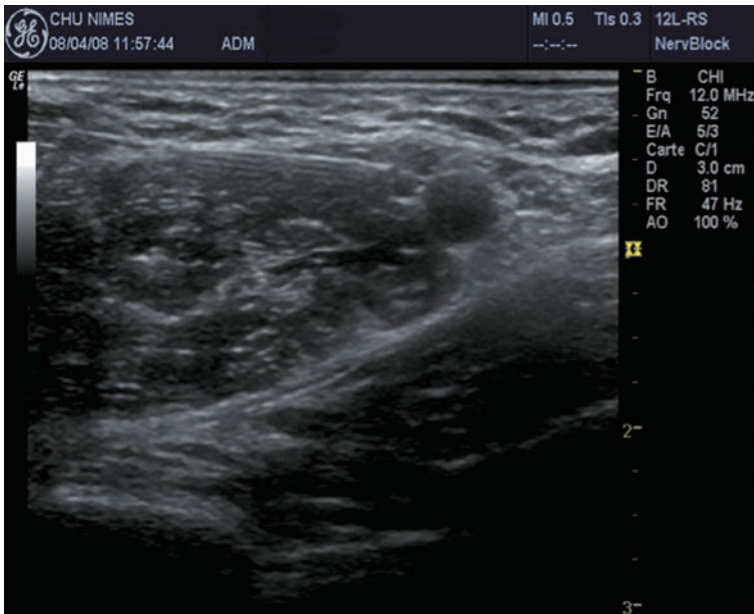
Repérage échographique du plexus brachial en position interscalénique pour bloc neurolytique dans le cadre de douleurs rebelles liées à un syndrome de Pancoast-Tobias.
